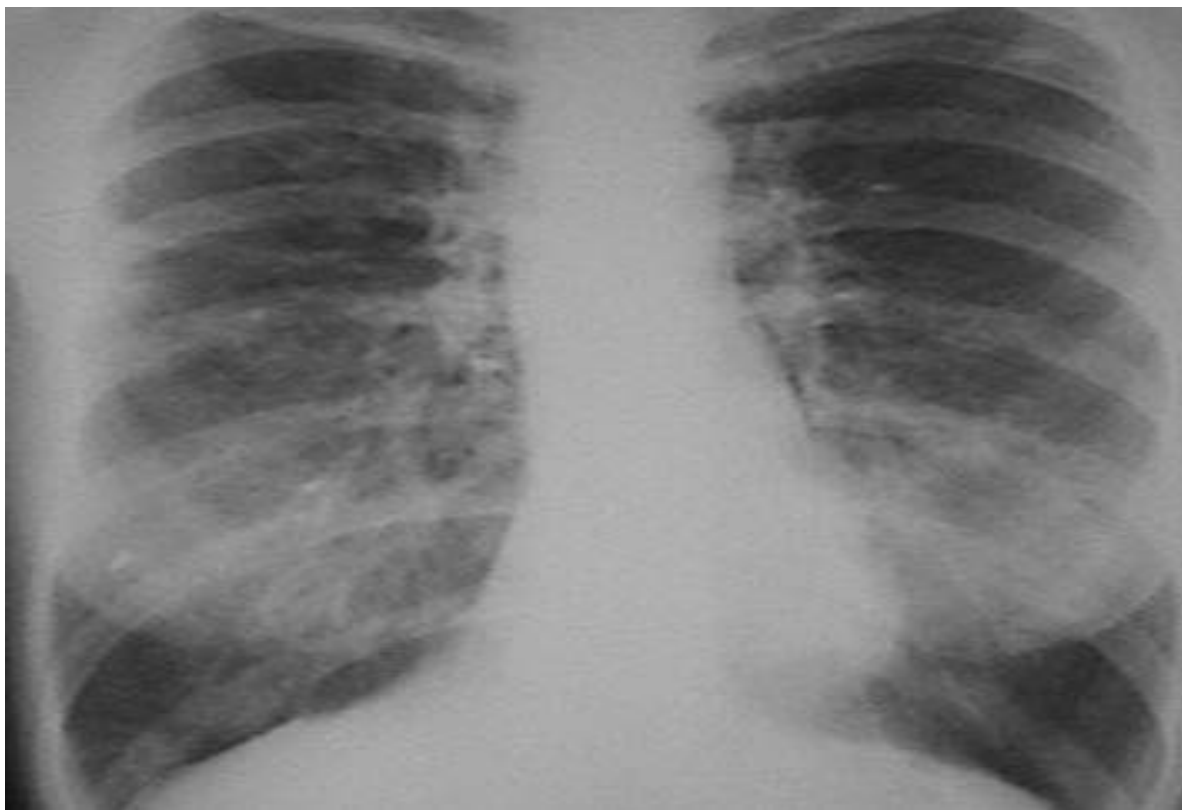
Рентгенограмма легких у больного со СП, осложненного бронхоспазмом и дольковыми ателектазами.
